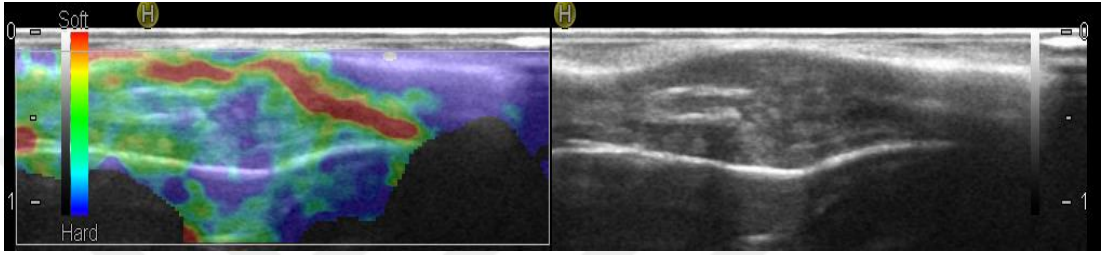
%25 SVF- %75 KİK karışımı uygulanmış aşil tendonu a) 1.Ay ve b) 2.Ay elastosonografik görüntüsü.
